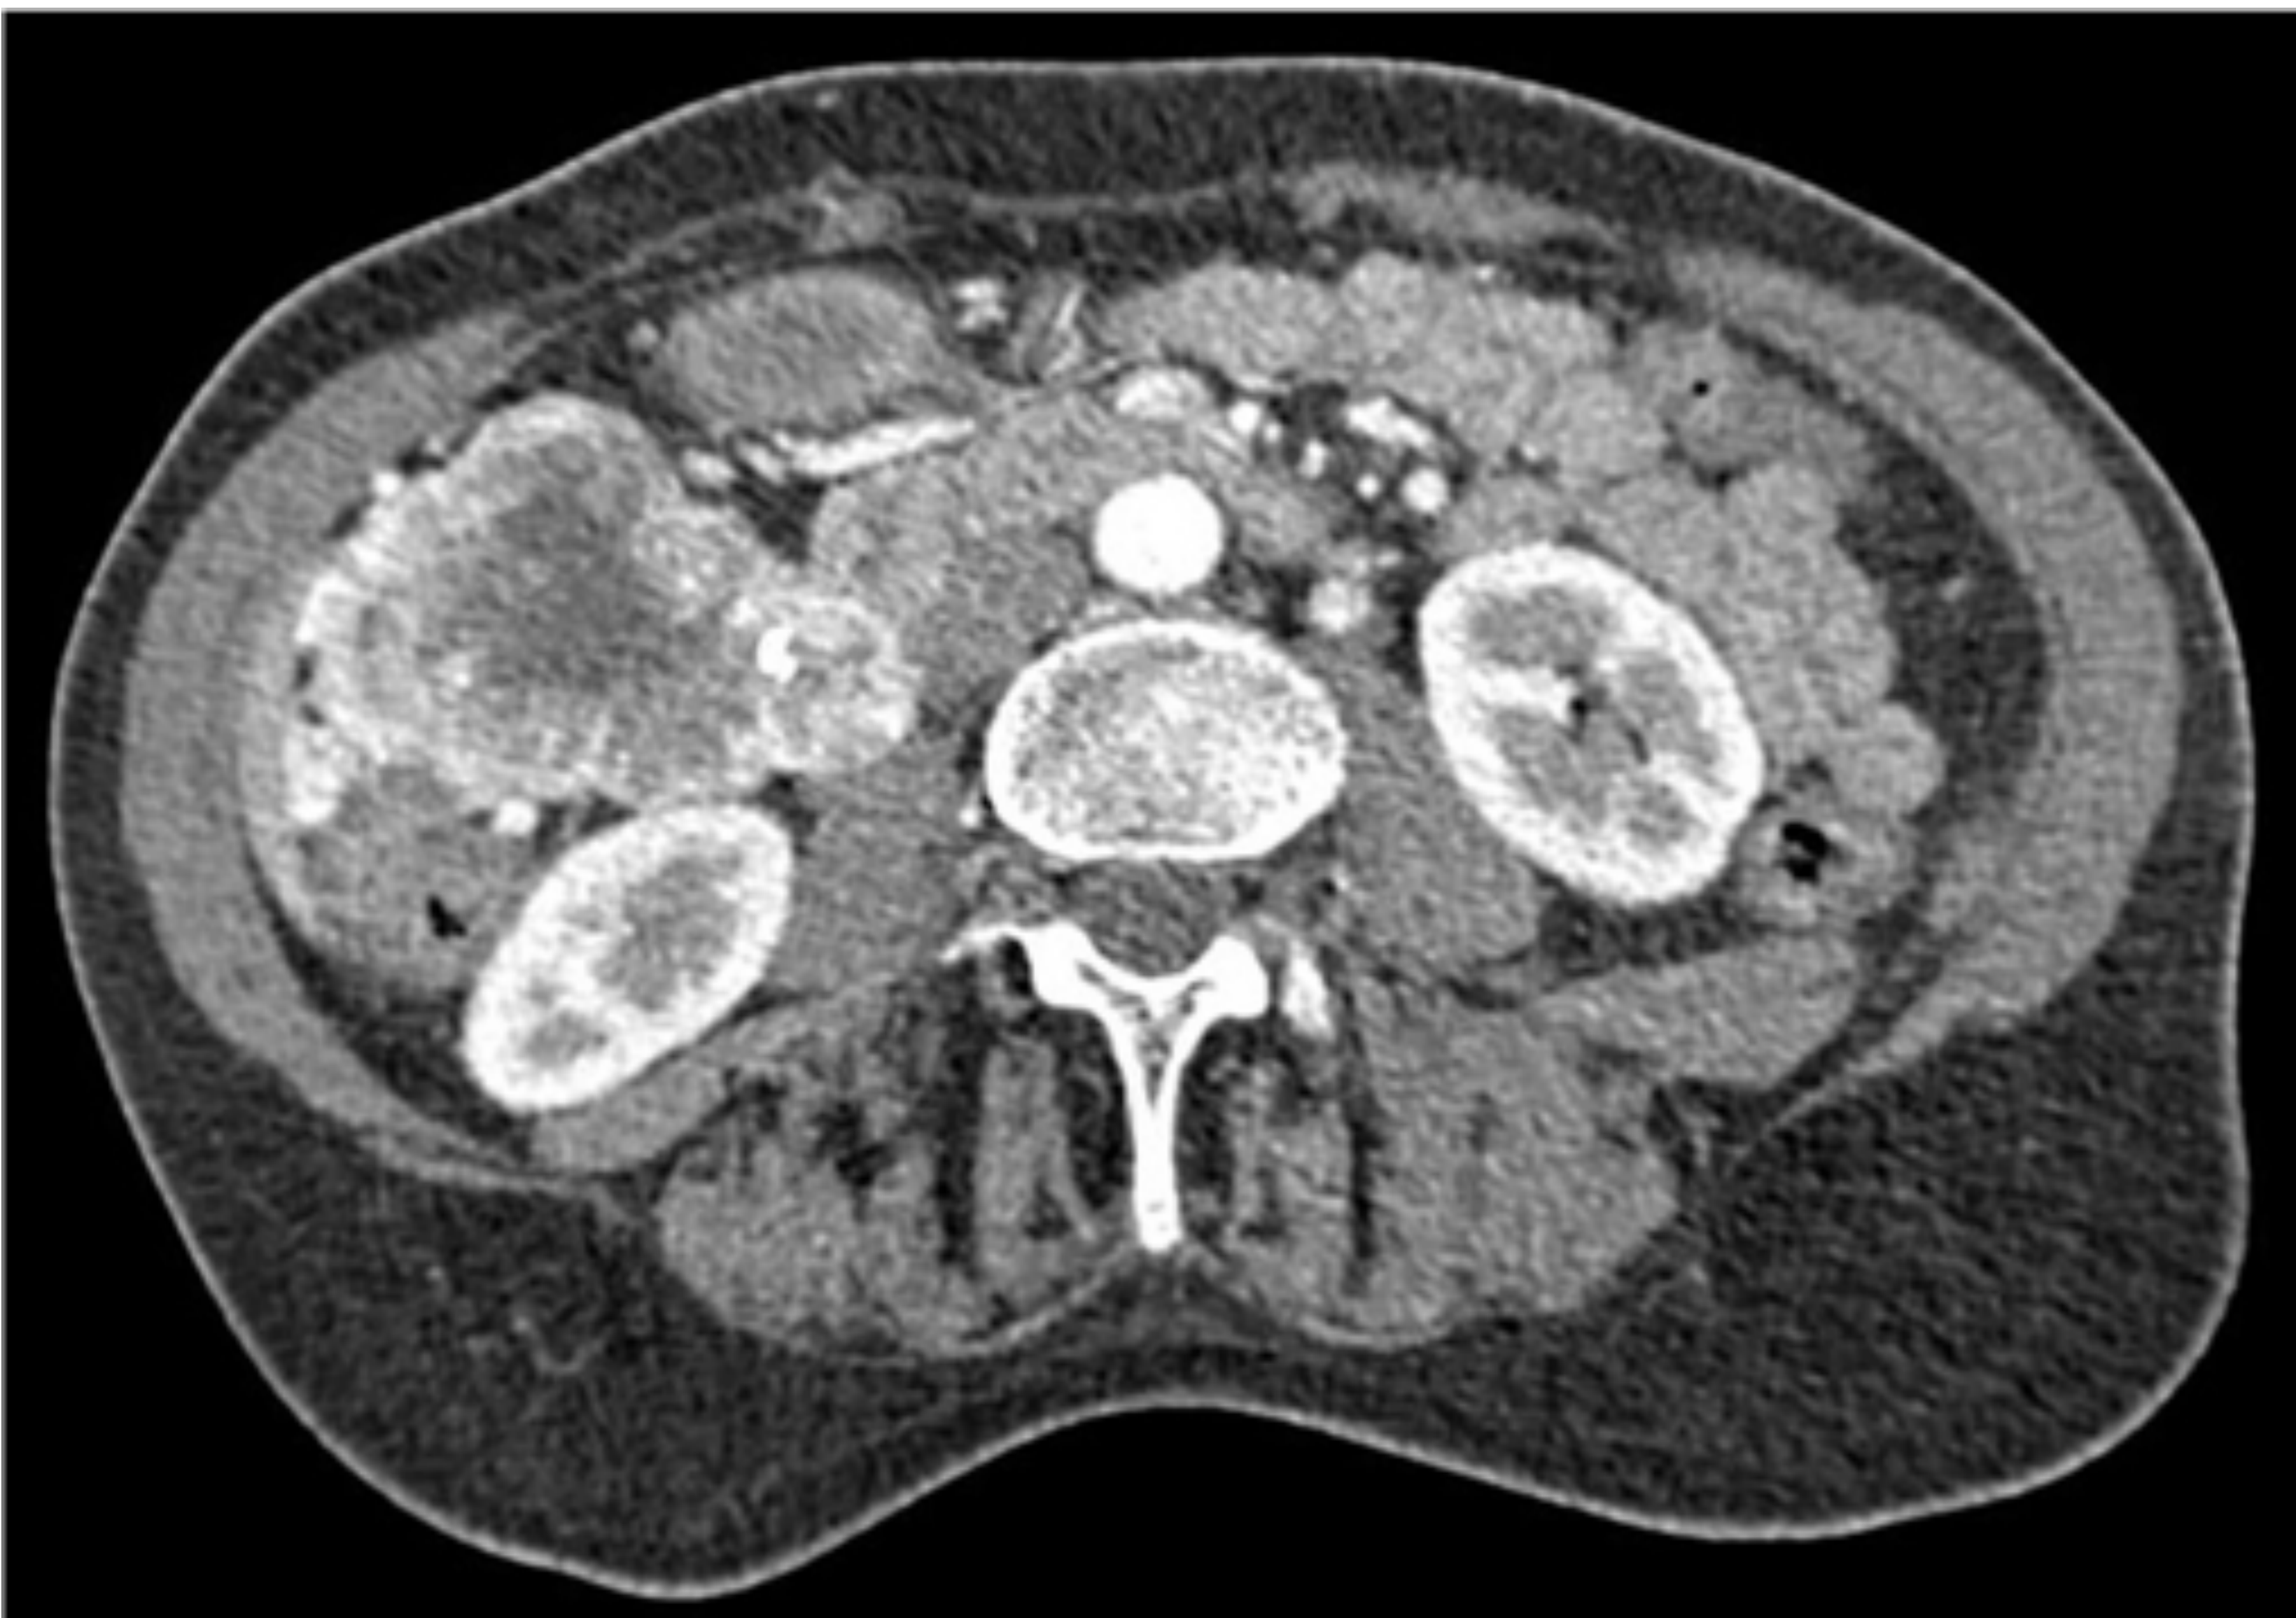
TC con CIV en fase arterial. GIST intraperitoneal con origen en intestino delgado con marcado realce periférico y centro necrótico. En la imagen inferior se observa la presencia de vasos intratumorales. (flecha blanca). *Hospital Universitario Infanta Cristina. Unidad Central de Radiodiagnóstico.*
